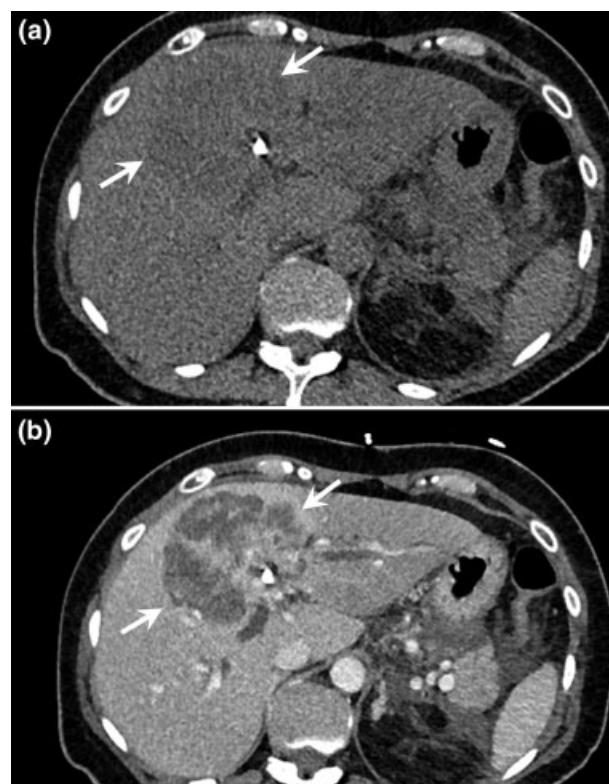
CC formador de masa. Imágenes axiales de TC, donde se evidencia una gran masa ligeramente hipodensa en fase previa a la inyección de contraste endovenoso (a) que compromete el segmento anterior del lóbulo hepático derecho y el segmento medial del lóbulo hepático izquierdo (flecha) con impregnación centripeta post inyección de contraste en fase portovenosa (b) (flecha).
